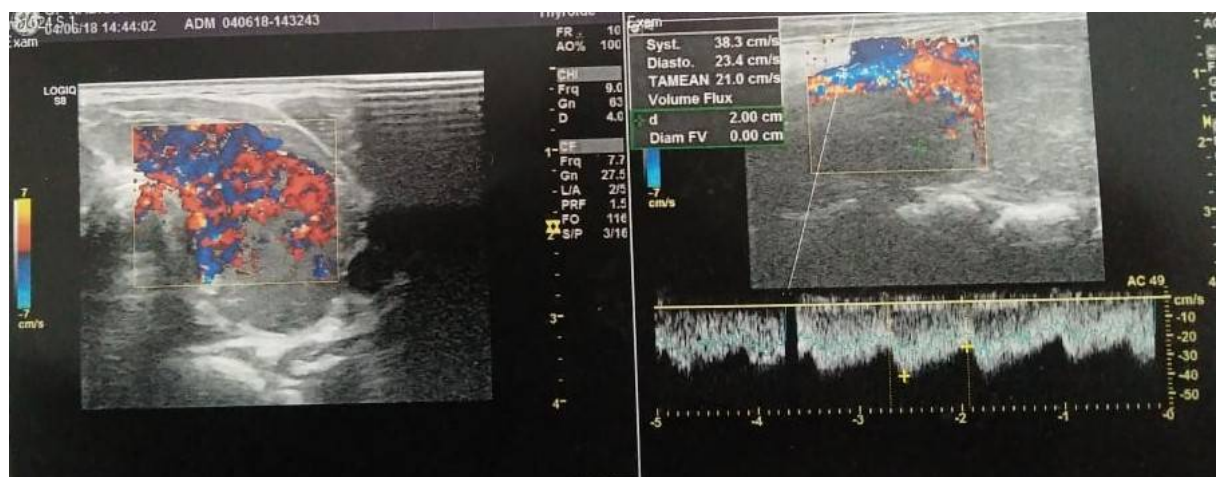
Image échographique d'un goitre hyper vascularisé au doppler couleur
